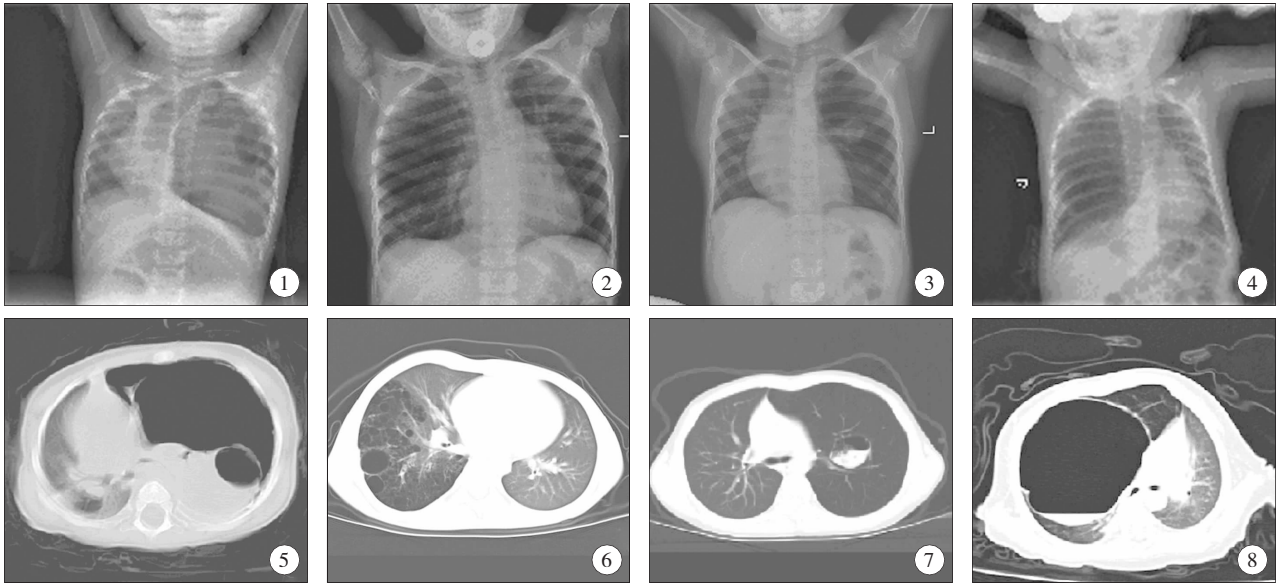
图 5 1 例左上肺多发性肺大泡的胸片及胸部 CT 表现; 图 2、图 6 1 例右下肺肺囊性瘤样畸形的胸片及胸部 CT 表现; 图 3、图 7 1 例左上肺叶肺囊肿继发左上肺叶气肿的胸片及胸部 CT 表现; 图 4、图 8 1 例右上肺支气管源性囊肿并感染的胸片及胸部 CT 表现
